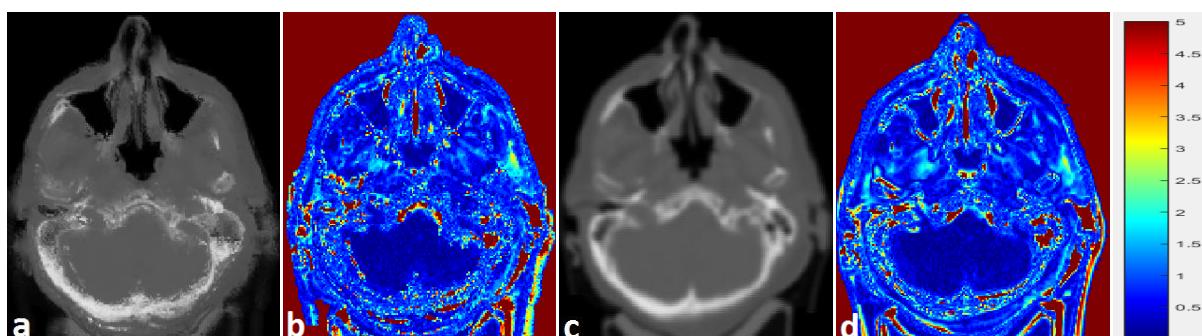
pCTs and their associated gammaCTs calculated with the true CT as the reference. a) pCT from the MRint method; b) gammaCT of a); c) pCT from the MRdef method; and d) gammaCT of c). In the air outside the internal contour of the head, the value of gammaCT (red color) has no meaning because an nCT value of -2048 HU was artificially introduced: it is a value that is considered to be air in the dose calculation. The color map of the gammaCT is always the same throughout the entire paper.
